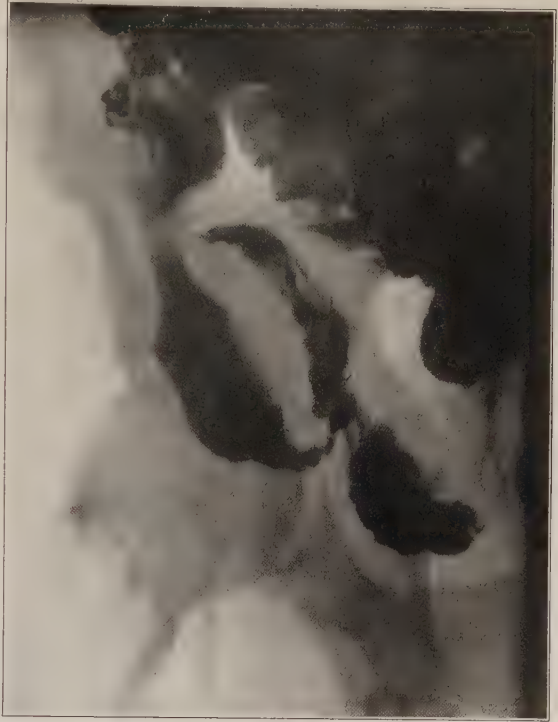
Verdickung der Lippen der Bauhinschen Klappe. Fall 13. Helene M., 31 Jahre. Kavernöse Lungentuberkulose. Klinisch kein Verdacht auf Darmtuberkulose. Röntgenuntersuchung. 18. 9. 1925. 6 Stunden p. e. Füllung der unteren Dünndarmschlingen, die leicht aufgerollt liegen. Das Zökum ist noch leer. 7 Stunden p. e. Die Flexura ultima ilei ist dargestellt: in ihrem präzökalen Teile sind die Konturen unregelmäßig. Das Zökum ist eng, von links her wie eingedrückt. Zu beiden Seiten der Mündung des Ileums tumorartige Aussparungen. In dieser Höhe ist das Zökum röhrenförmig eng. Die Appendix ist trichterförmig weit, fixiert usw.
